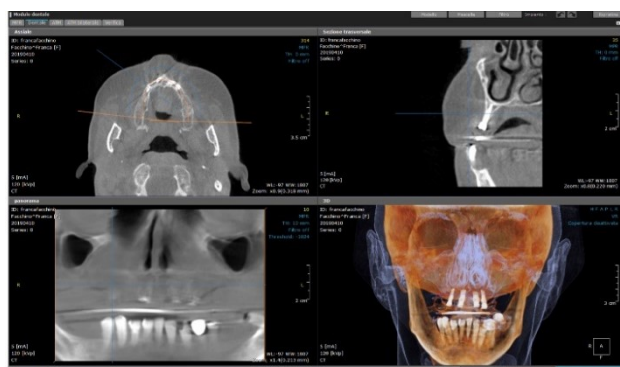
Scansione CBCT relativa all'impianto in posizione 1.5
